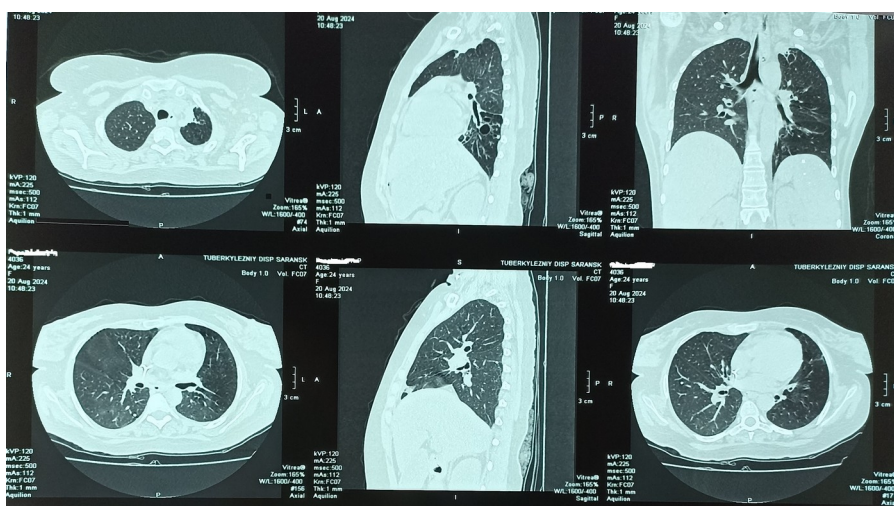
Компьютерная томограмма грудной клетки от 20.08.2024
